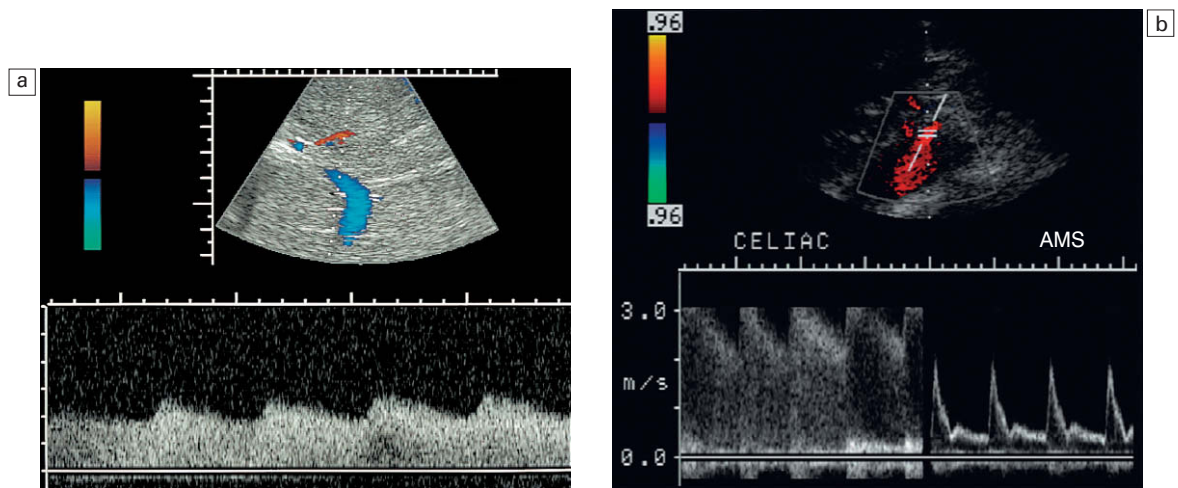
a) Trazado espectral Doppler de la arteria hepática en un paciente joven con dolor en el piso abdominal superior. La forma de onda muestra una marcada configuración de pulso tardus parvus. Hay una aceleración lentificada en la sístole y un índice de resistencia muy bajo, lo que indica compromiso del flujo entrante. b) Trazado espectral combinado del tronco celiaco y de la arteria mesentérica superior (AMS), donde se aprecia una velocidad de flujo normal en el vaso arterial. El tronco celiaco, sin embargo, presenta una onda muy turbulenta con una velocidad superior a 3 m/seg. La angiografía por RM confirmó la compresión del tronco celiaco por el ligamento arcuato del diafragma.
